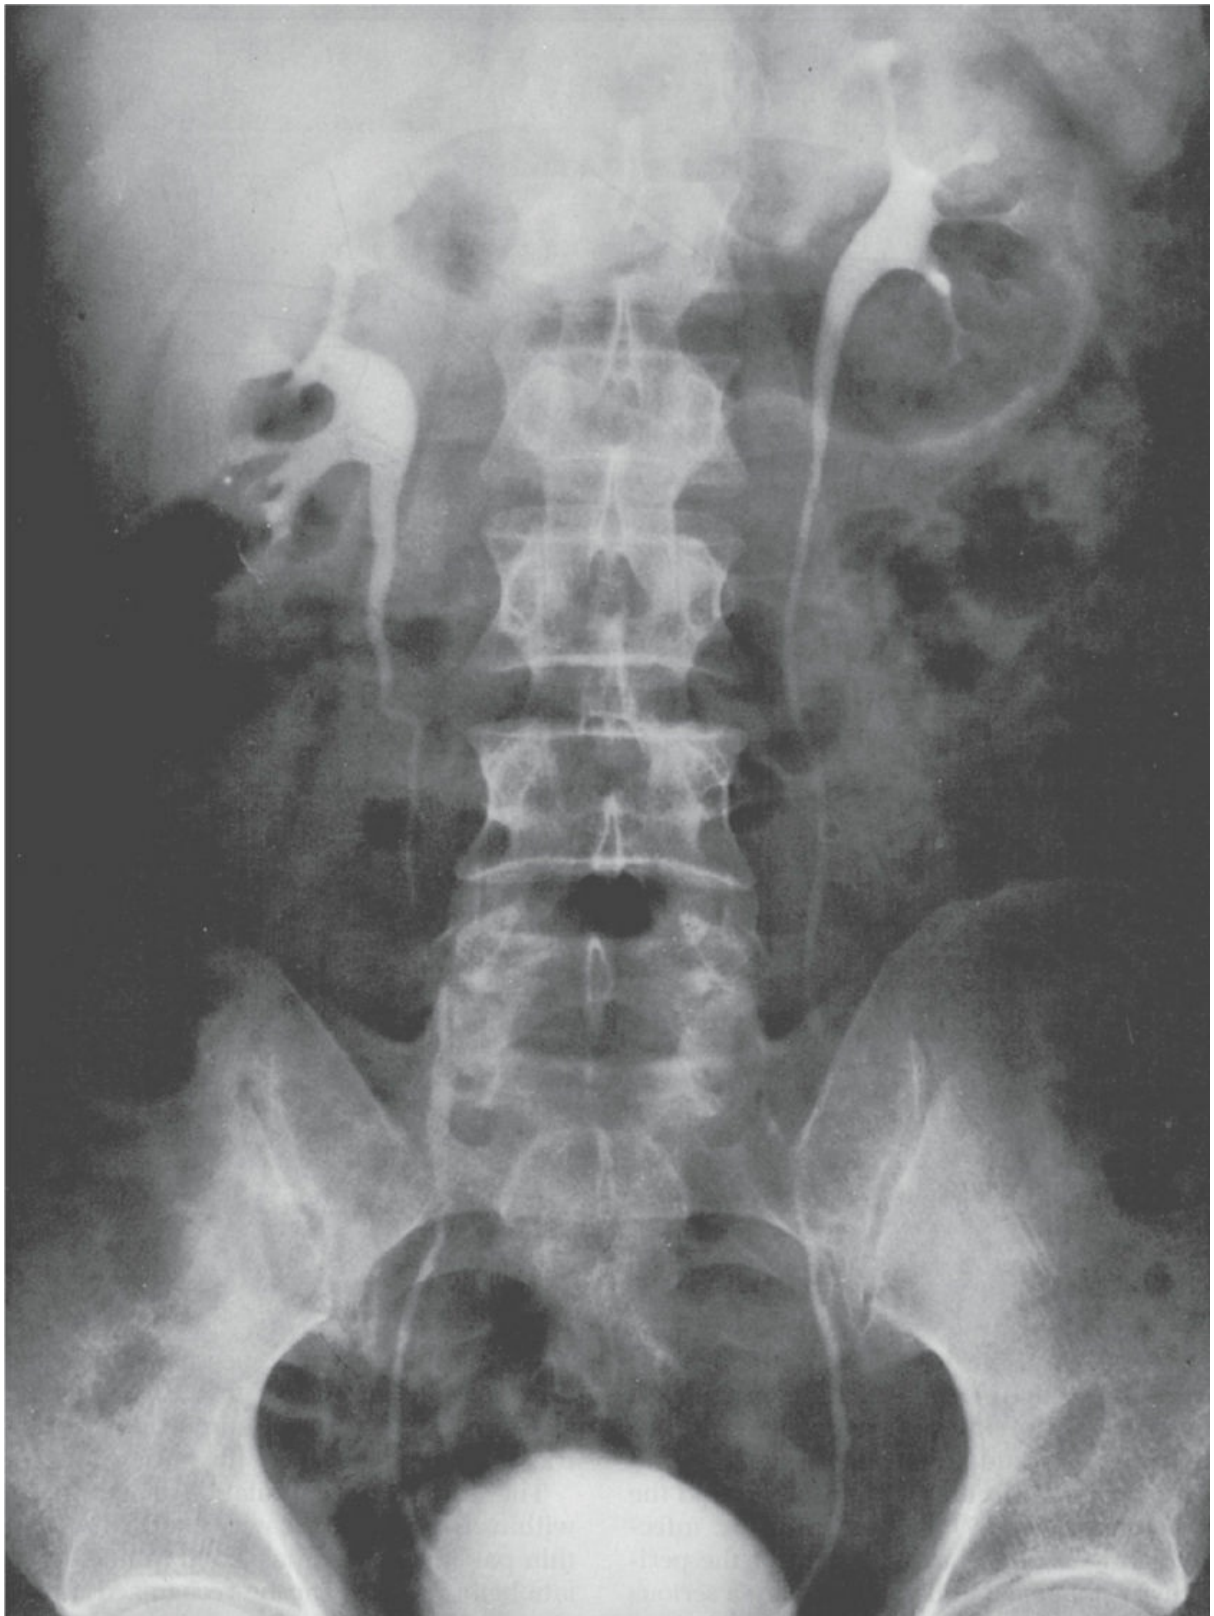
Radiografía anteroposterior de los uréteres y la pelvis renal después de la inyección intravenosa de una sustancia yodada, que se excreta por los riñones. Se muestran los cálices mayores y menores.
